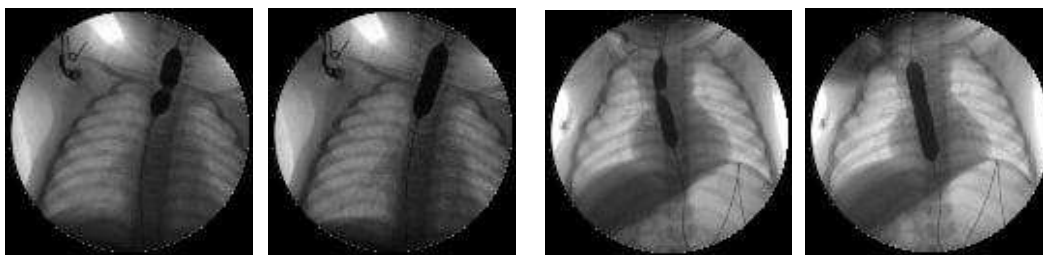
Заполнении баллона раствором контрастного вещества под рентгеновским контролем. Расправления «талии».
